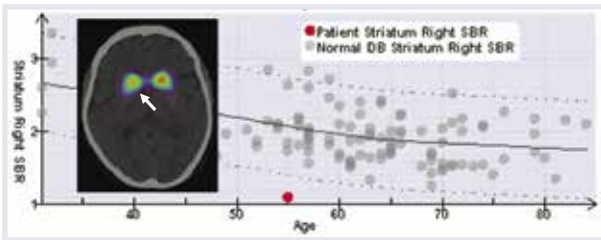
Parkinson-Syndrom: Im vorliegenden DaTSCAN-SPECT zeigt sich im Altersvergleich eine signifikante Verminderung der Tracer-Bindung im rechten Striatum (Pfeil), kontralateral zu der prädominanten klinischen Symptomatik. Dies reflektiert eine Verminderung der nigrostriatalen Bahnen im Rahmen der neurodegenerativen Erkrankung.
